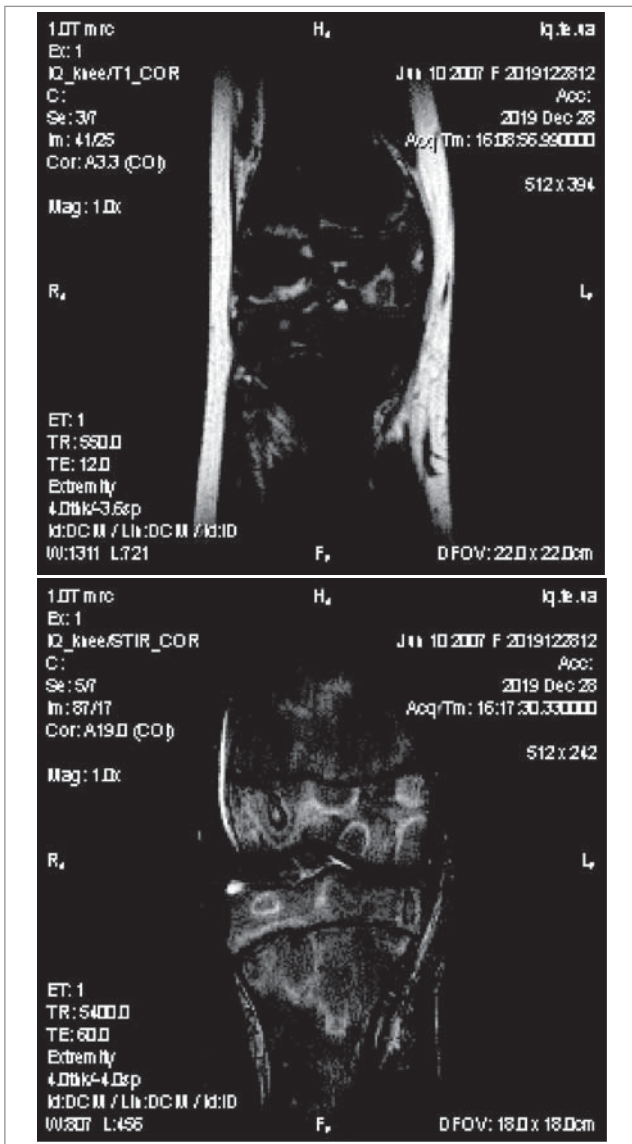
МРТ: а) плямисті ділянки, зниження МР-сигналу в Т1-режимі від кісткового мозку діафізів та епіфізів стегнової, малогомілкової та великогомілкової кісток; б) ділянки кільцеподібної форми трабекулярного набряку кісткового мозку у видимих кістках колінного суглоба
